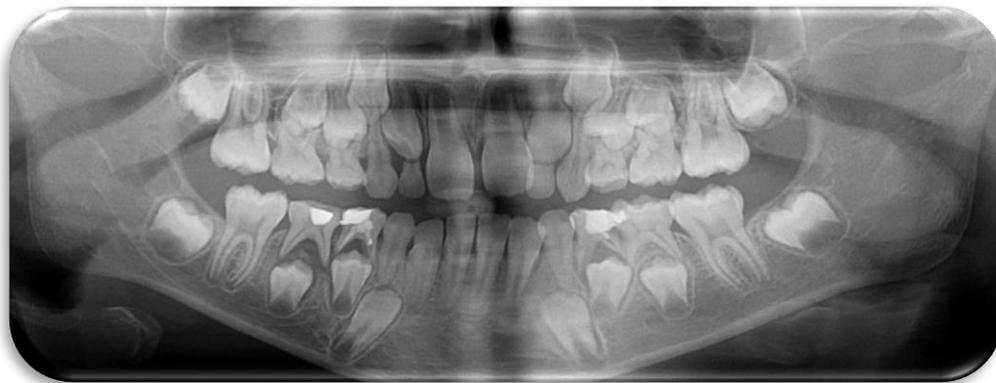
Ortopantomografia do paciente com a data de 02/12/2013
